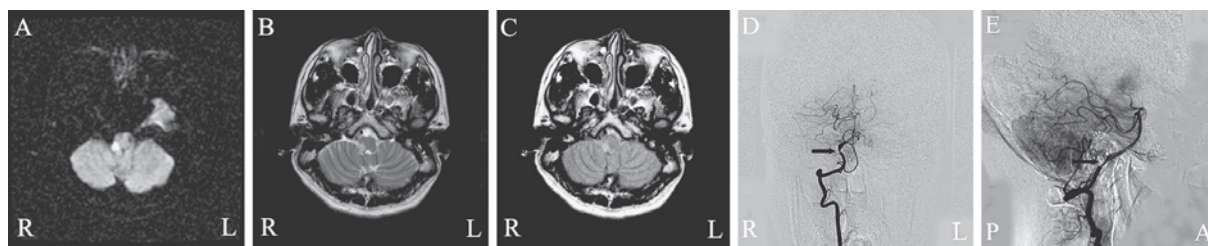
第3病日の頭部MRIおよび第8病日の脳血管造影検査
